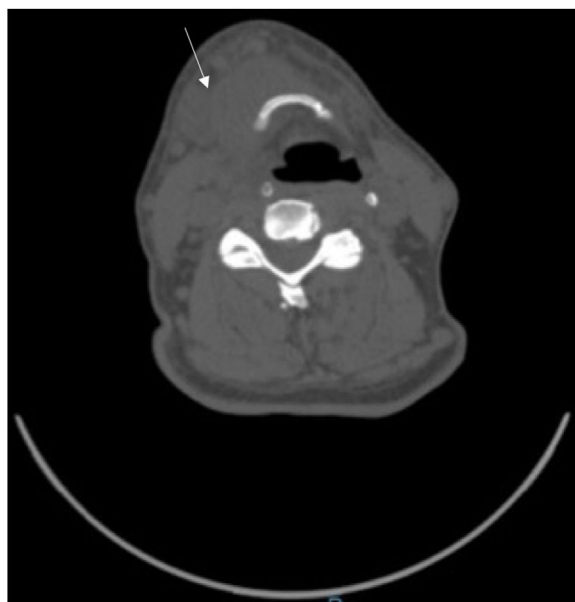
Corte axial de tomografía cervical con evidencia de un absceso submandibular derecho (señalado por la flecha).
